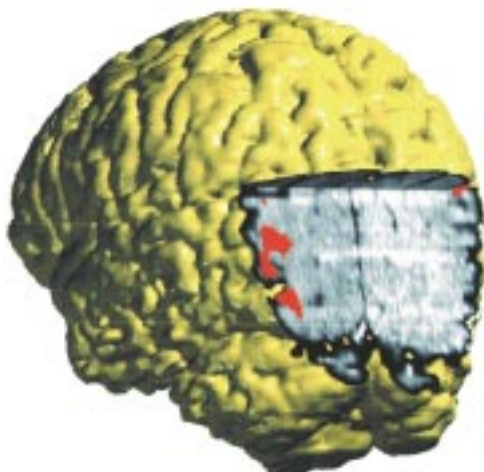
Registrierung von Hirnaktivität mit Hilfe der funktionellen Kernspintomographie. Gezeigt ist die dreidimensionale Rekonstruktion des Gehirns einer Versuchsperson von schräg unten und hinten. Die Versuchsperson wurde aufgefordert, einen zentralen Fixationspunkt im Gesichtsfeld genau zu fixieren und gleichzeitig ihre Aufmerksamkeit auf andere Geschehnisse im rechten Gesichtsfeld zu konzentrieren. In der kernspintomographischen Computerrekonstruktion zeigt sich dabei eine deutliche Aktivitätsänderung (rote Gebiete in den computergraphisch erzeugten Schnittflächen) in der linken Gehirnhälfte im Übergangsbereich zwischen Schläfenlappen und Hinterhauptslappen. Den Kollegen H. J. Heinze, S.A. Hillyard und H. Scheich danke ich herzlich für die Überlassung der Aufnahme.
